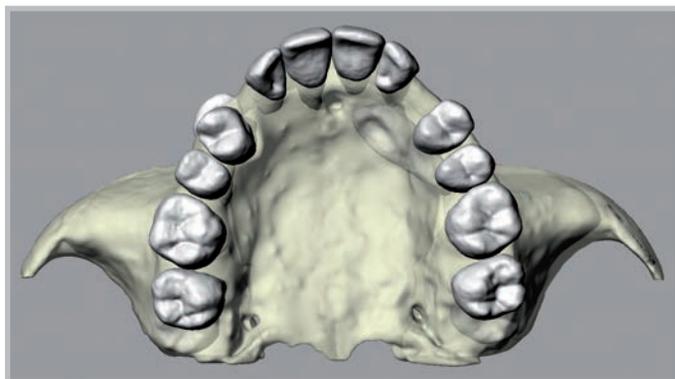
Elaborazione tridimensionale del mascellare superiore ottenuto attraverso files DICOM ricavati dalla CBCT: visione palatina
